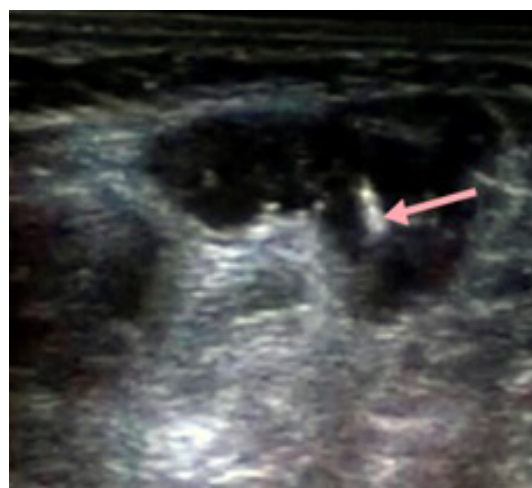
УЗИ контроль препарата введенного в *m. flexor-carpi-radialis*
